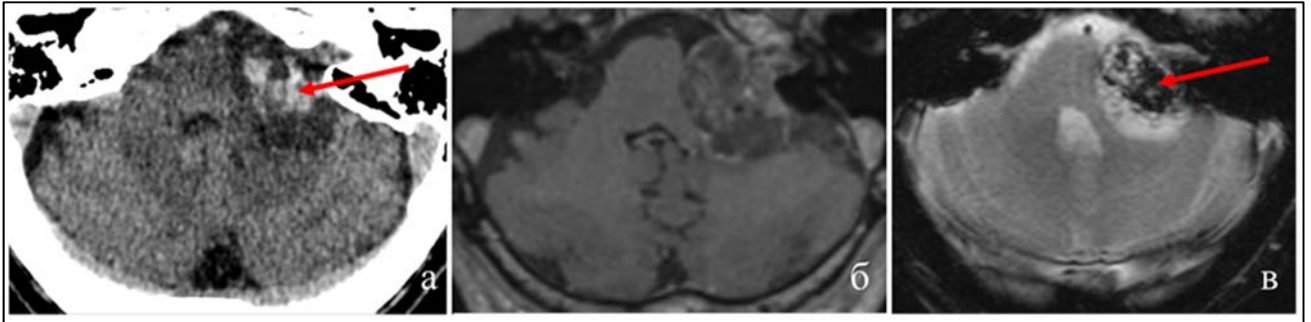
Данные нейровизуализации, подтверждающие теорию микрокровоизлияний (а – КТ головного мозга в аксиальной проекции, стрелкой указана внутриопухолевая гематома; б – МРТ в режиме T1+контрастное усиление, внутриопухолевые кровоизлияния не визуализируются; в – специфичное МР-изображение в режиме SWAN, стрелкой указаны отложения гемосидерина)
